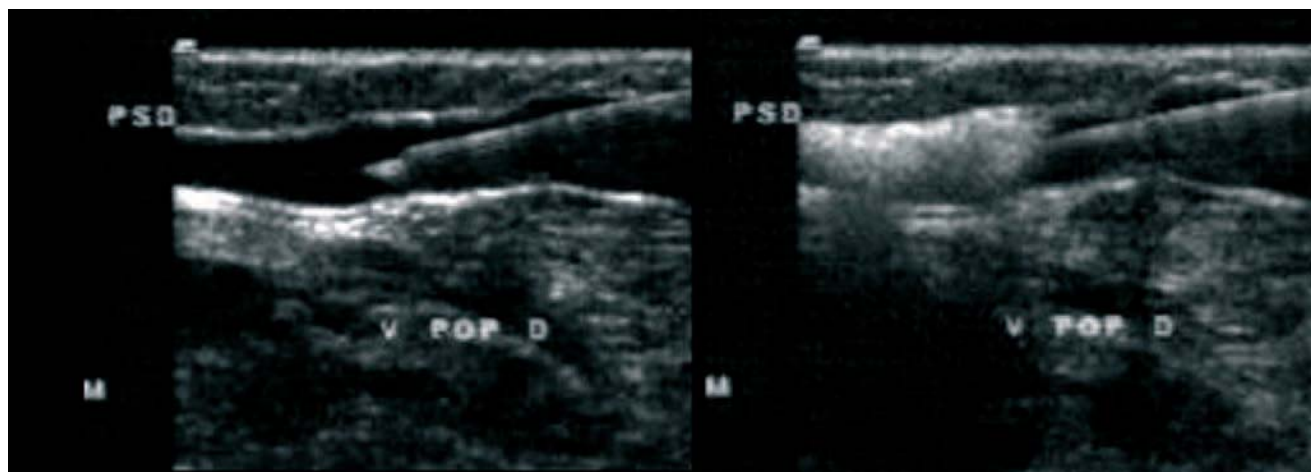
Coupes échographiques longitudinales de la ponction puis de l'injection de mousse sclérosante en accès fermé (ponction directe). La mousse occupe toute la lumière de la veine en aval du biseau de l'aiguille
